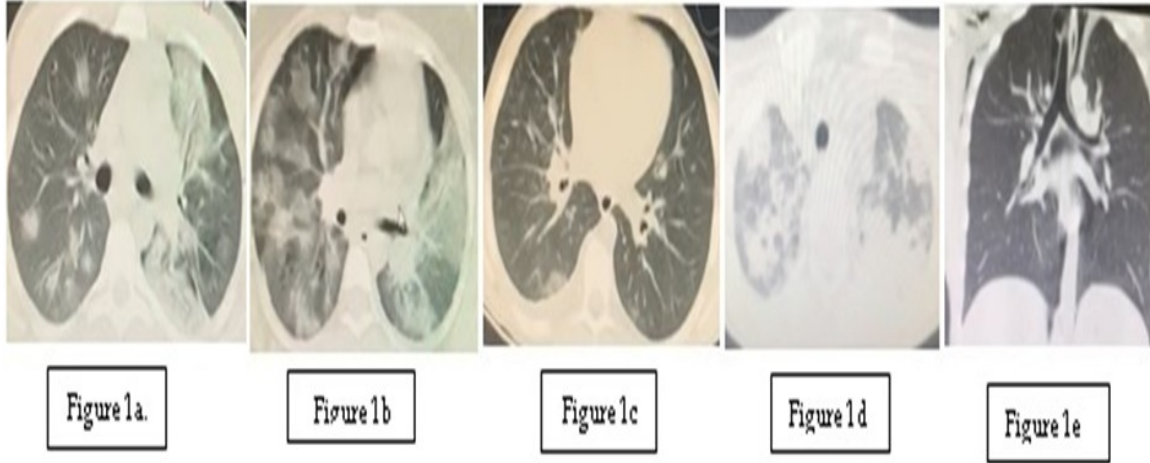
Our COVID-19 patients' computerized tomography findings before the PICU admission.
